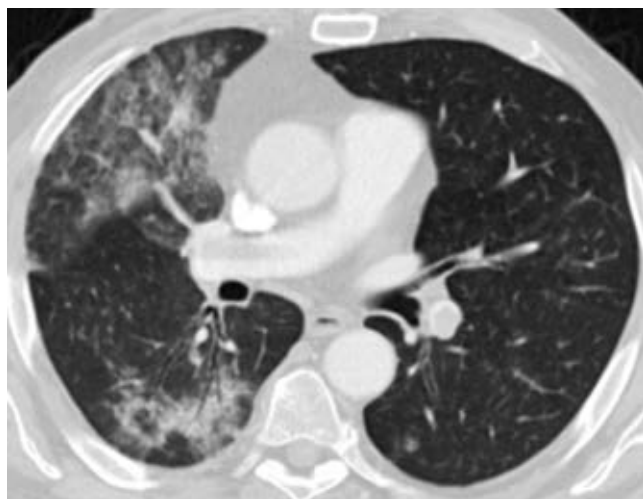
Компьютерная томограмма грудной клетки: аденокарцинома правого легкого со стелящимся типом роста, опухоль не имеет четких границ, формы узла
